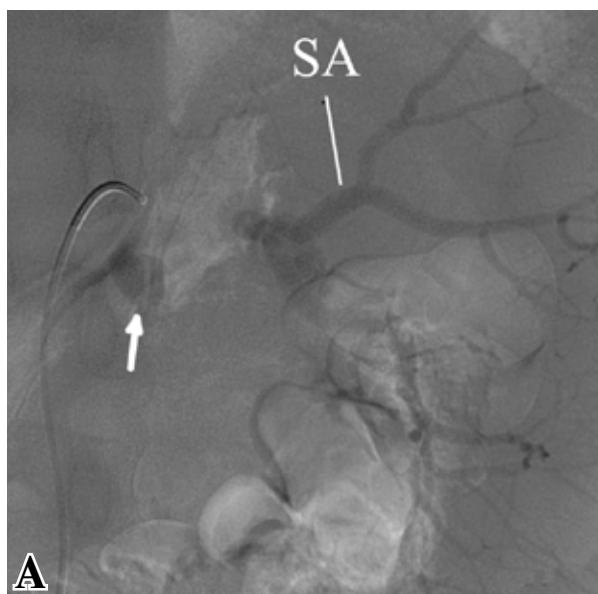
Ангиограммы. А – ПА (белая стрелка) селезеночной артерии (СА); Б – состояние после рентгенэндоваскулярной окклюзии селезеночной артерии спиралями Gianturco по методике «сэндвич» (черные стрелки).
